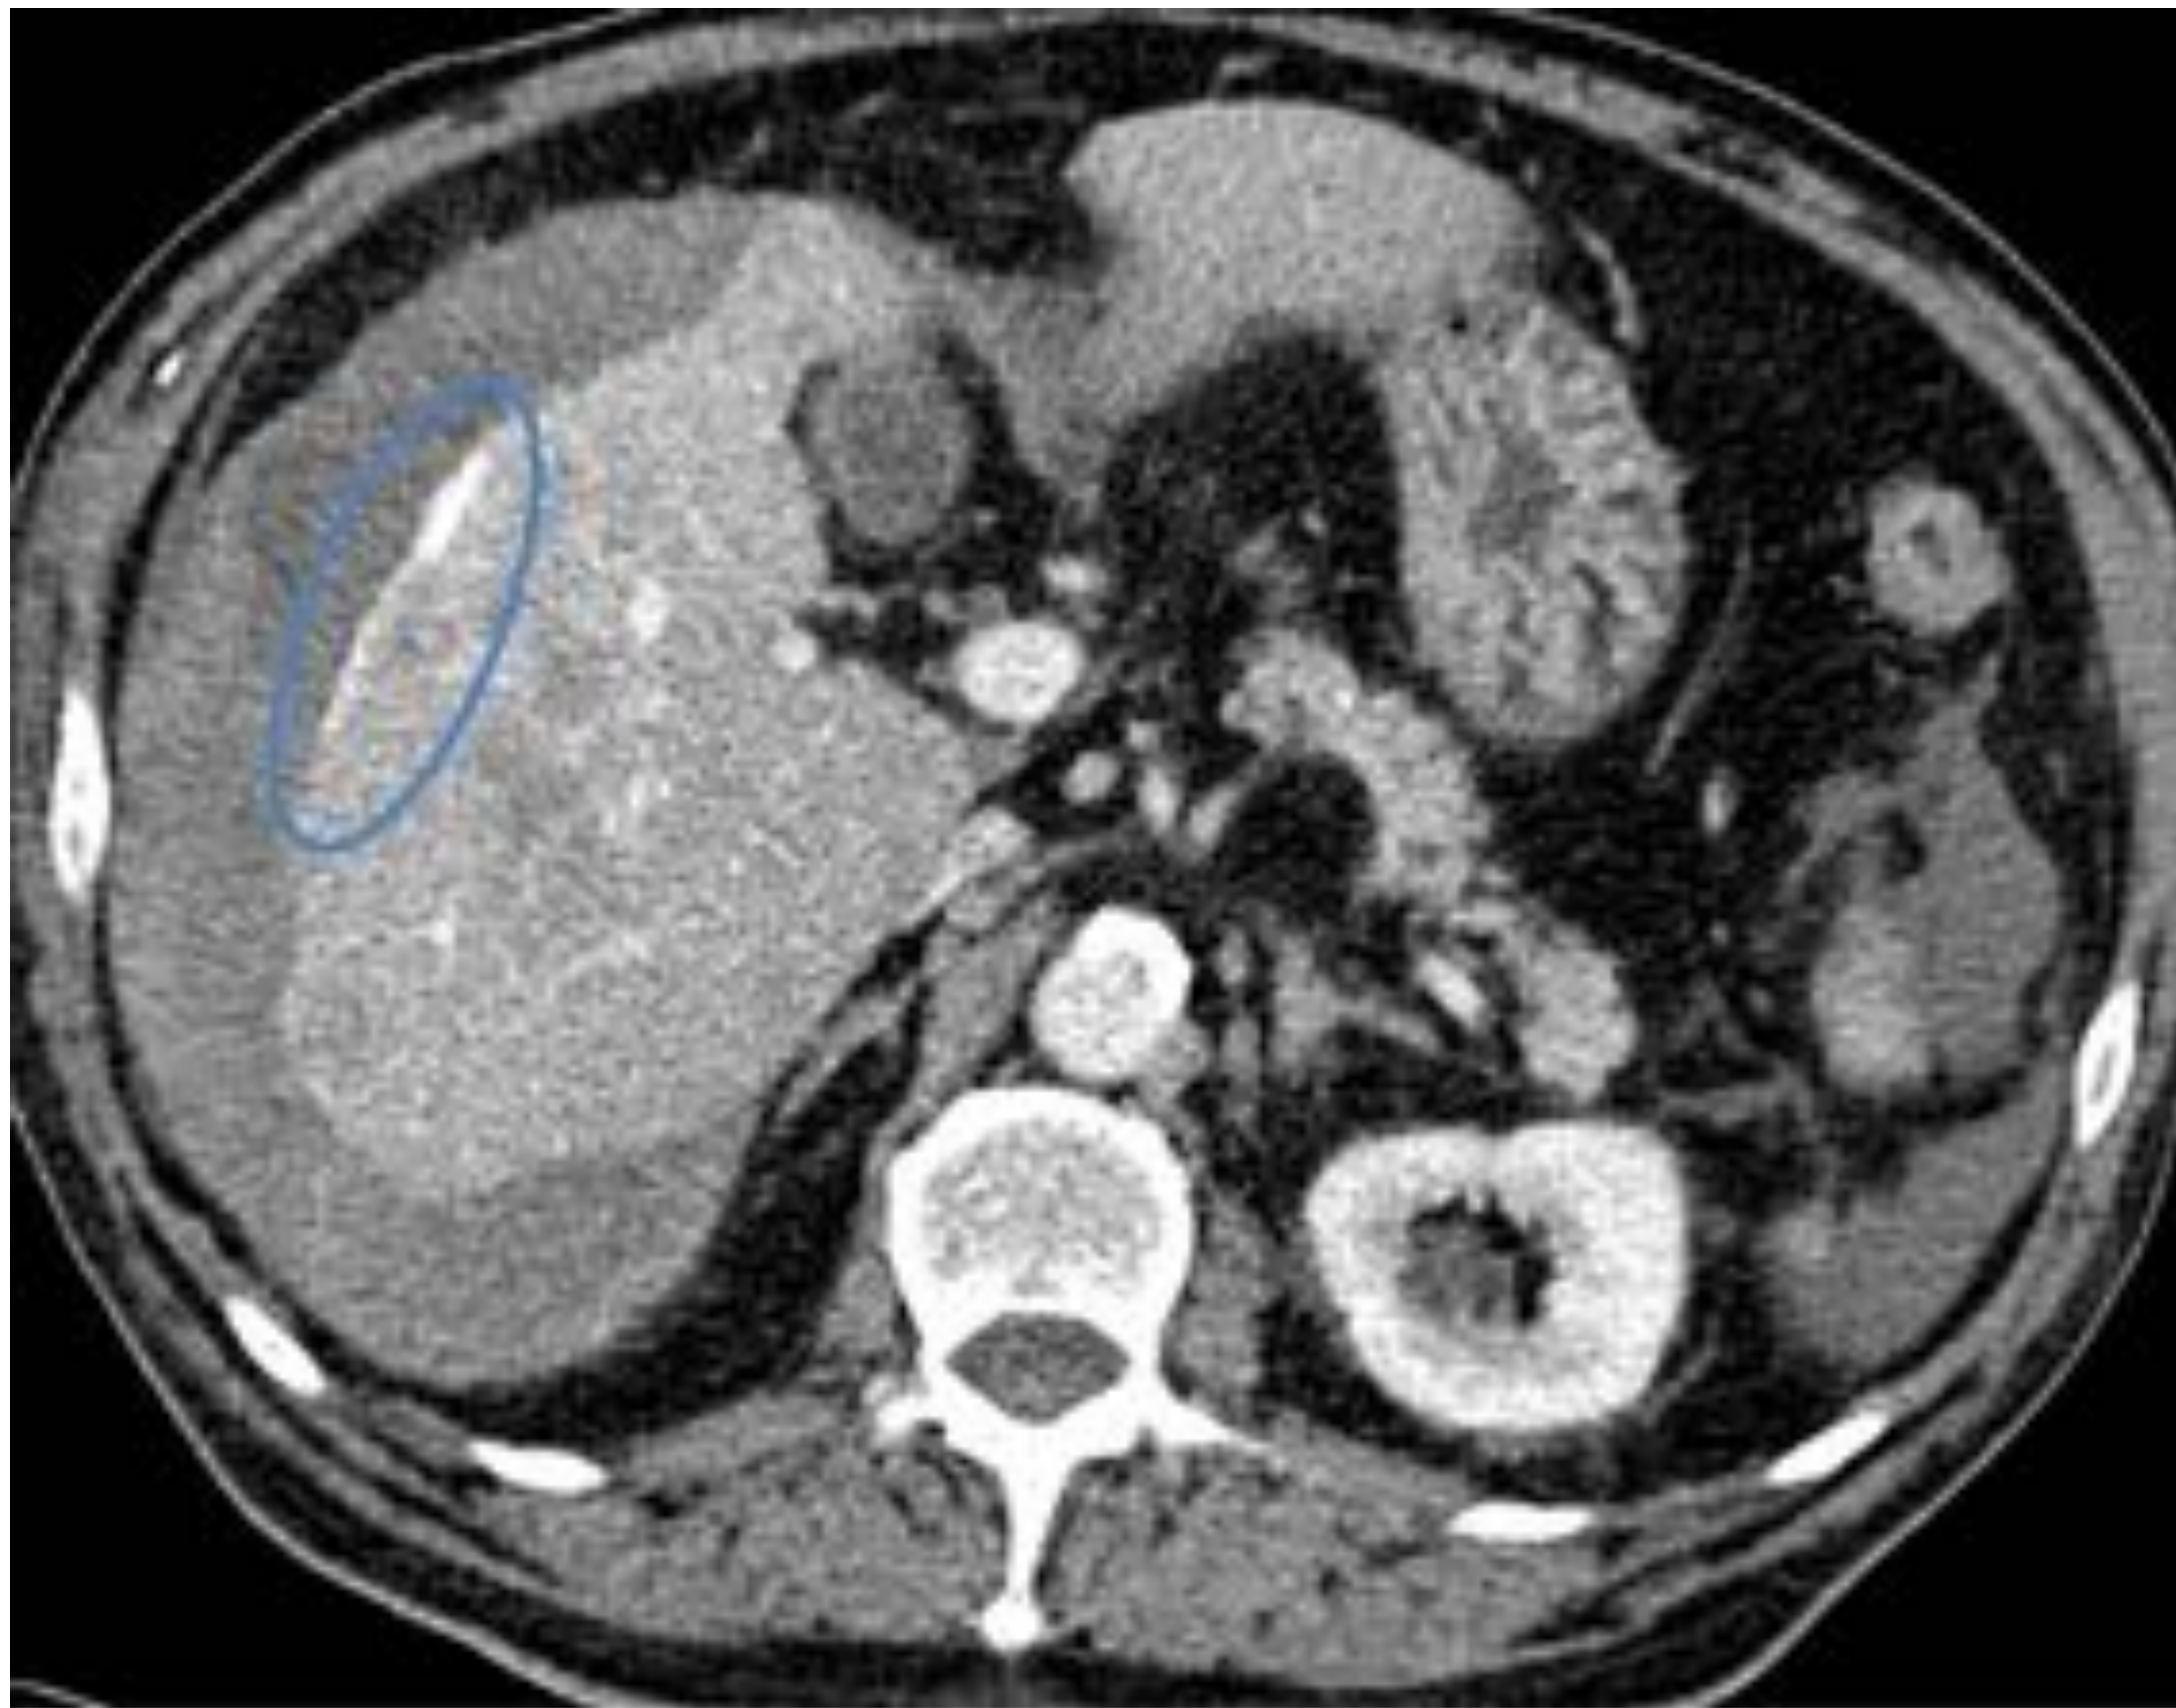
Corte axial de TC abdomino-pélvico en fase portal, donde se observa un hematoma subcapsular, con signos de sangrado activo (AAST Grado III).
